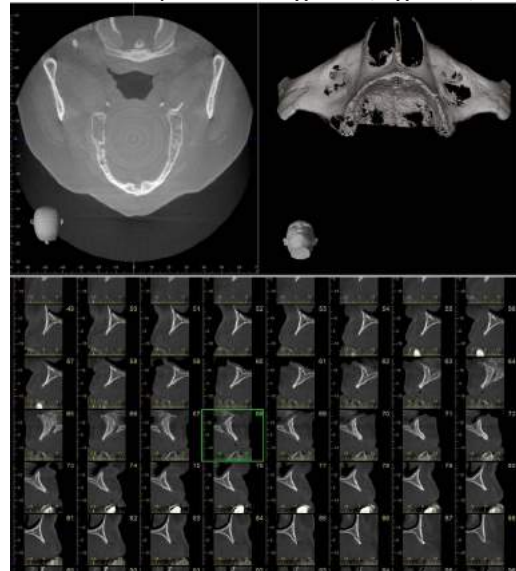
Pre-operative CBCT images of patient's atrophic maxilla.
